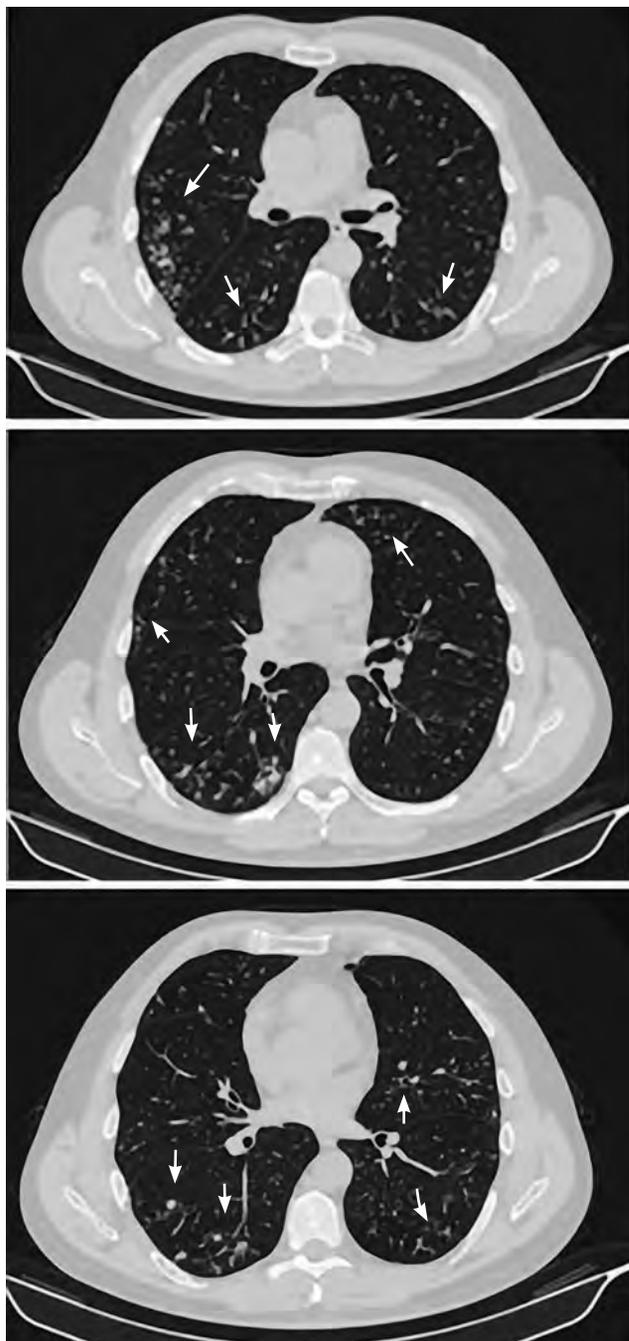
На аксиальных КТ-срезах легких (легочное окно) от июля 2021 г. определяются полиморфные очаги и бронхоэктазы в обоих легких (стрелки)
